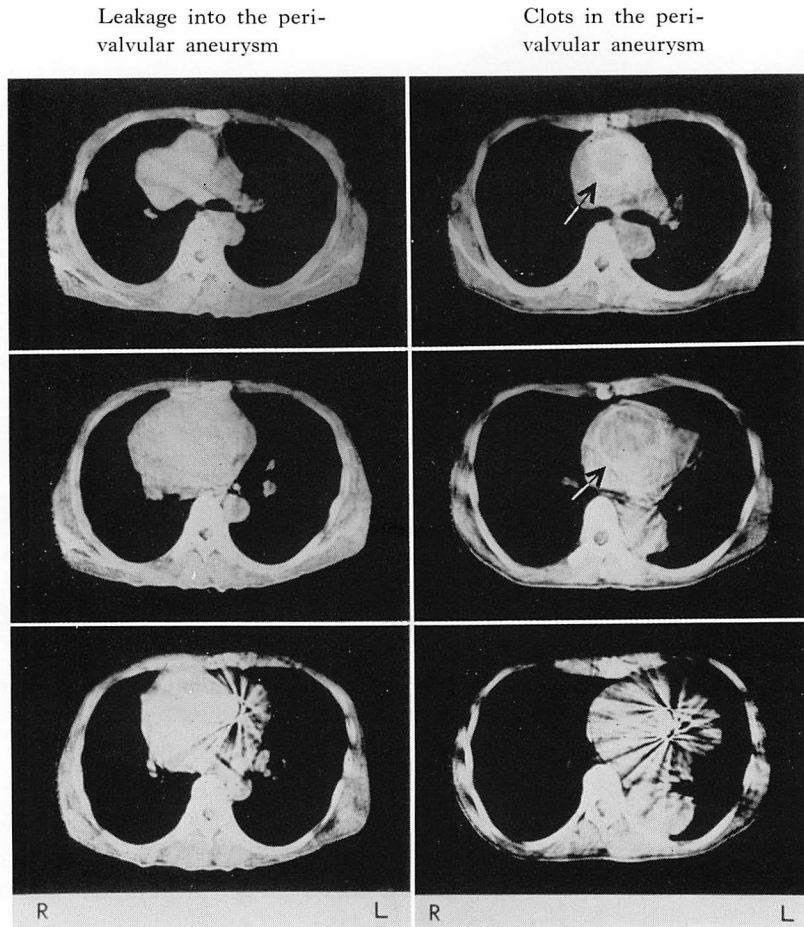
CT in patients with aortic aneurysm.
